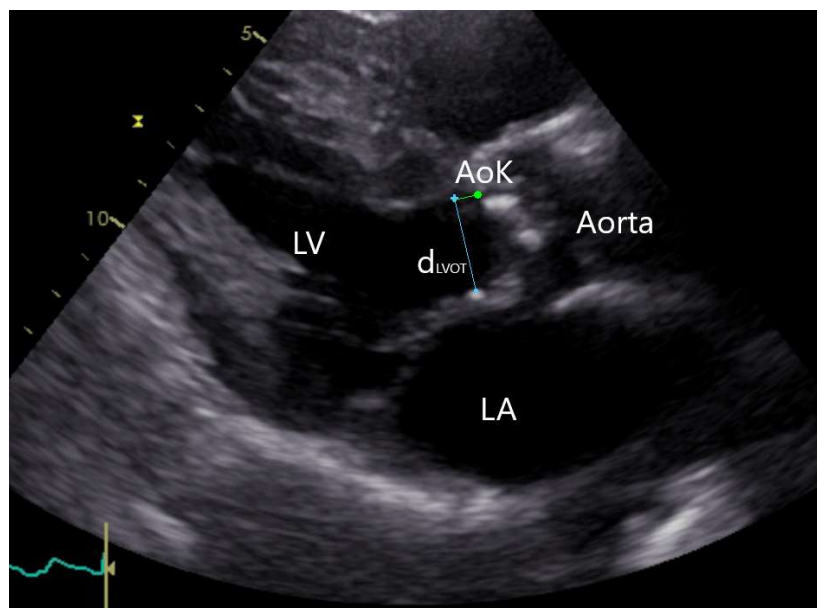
Durchmesser LVOT in parasternalen Langachse im TTE (Echobild anonymisiert aus dem Patientenkollektiv).
